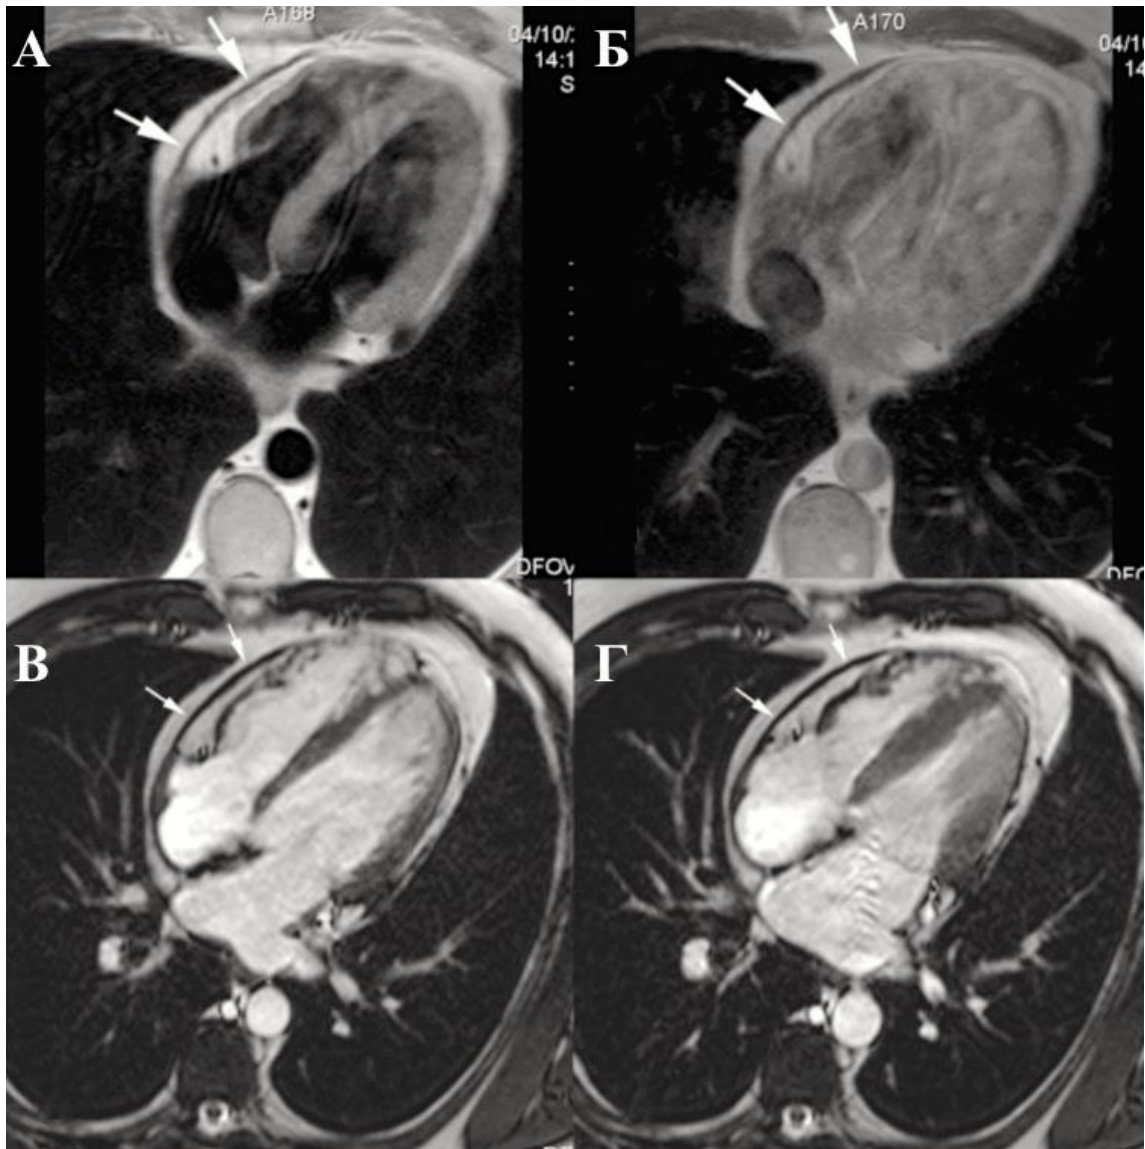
Констриктивный перикардит с кальцификацией в осевой проекции на T1-взвешенном спин-эхо МРТ до (А) и после (Б) введения гадолиния, кино-МРТ в конце диастолы (В) и в конце систолы (Г). Малоинтенсивный сигнал от утолщенных листков перикарда (стрелки). Отсутствует усиление сигнала после введение гадолиния (Б). На кино-МРТ утолщенный перикард имеет жесткую, неподвижную структуру, в то время как миокард сохранил свою подвижность (В, Г).
